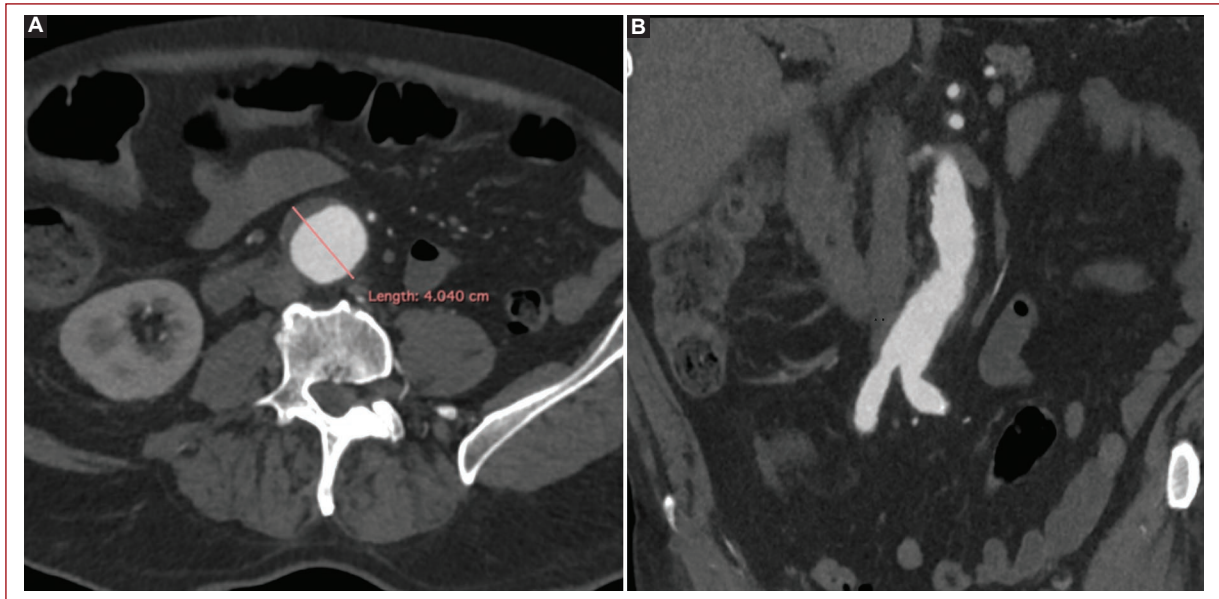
Imagen de angiotomografía. Corte axial de angiotomografía contrastada con evidencia de aneurisma aorta abdominal de 4.0 cm (A), así como corte coronal con tortuosidad de segmento aneurismático (B).
